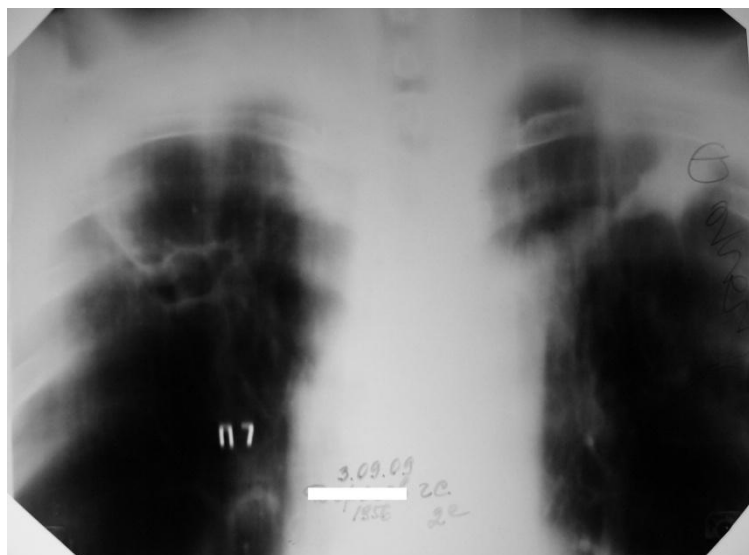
Томограмма легких больного Д. через 2 мес. от начала лечения. Справа в S1S2 сохраняется полость распада размером 2,0х2,5 см, слева в S1-2 на месте каверны определяется туберкулема до 2,5 см в диаметре.
